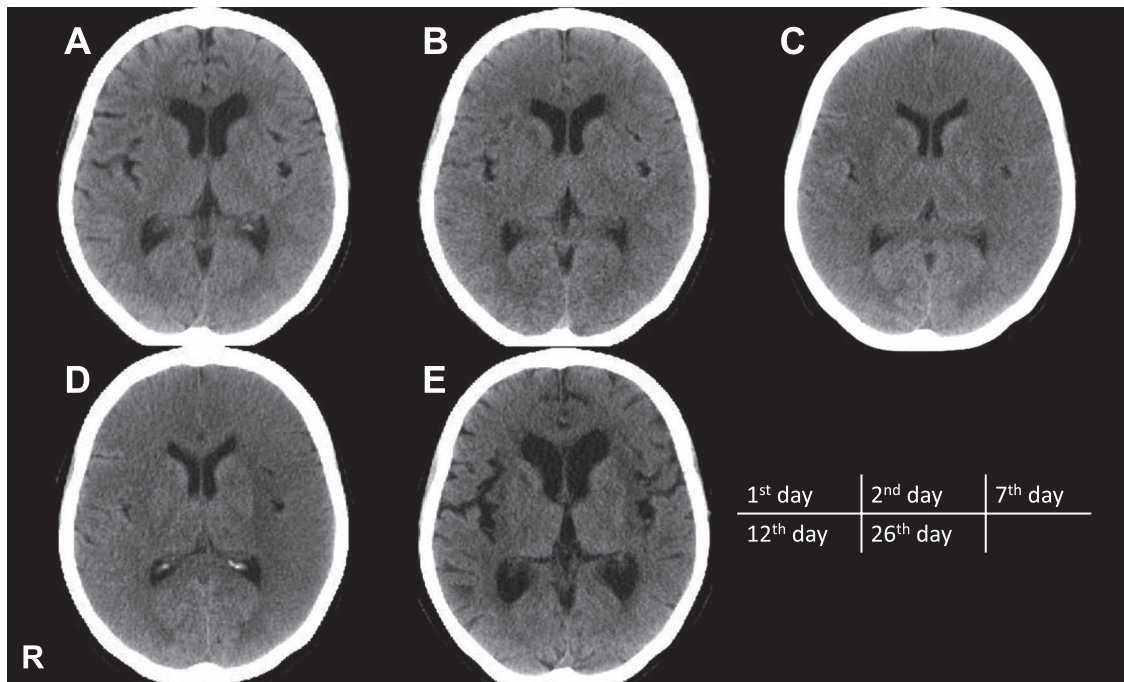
Brain CT on 1 to 26 days after admission.
